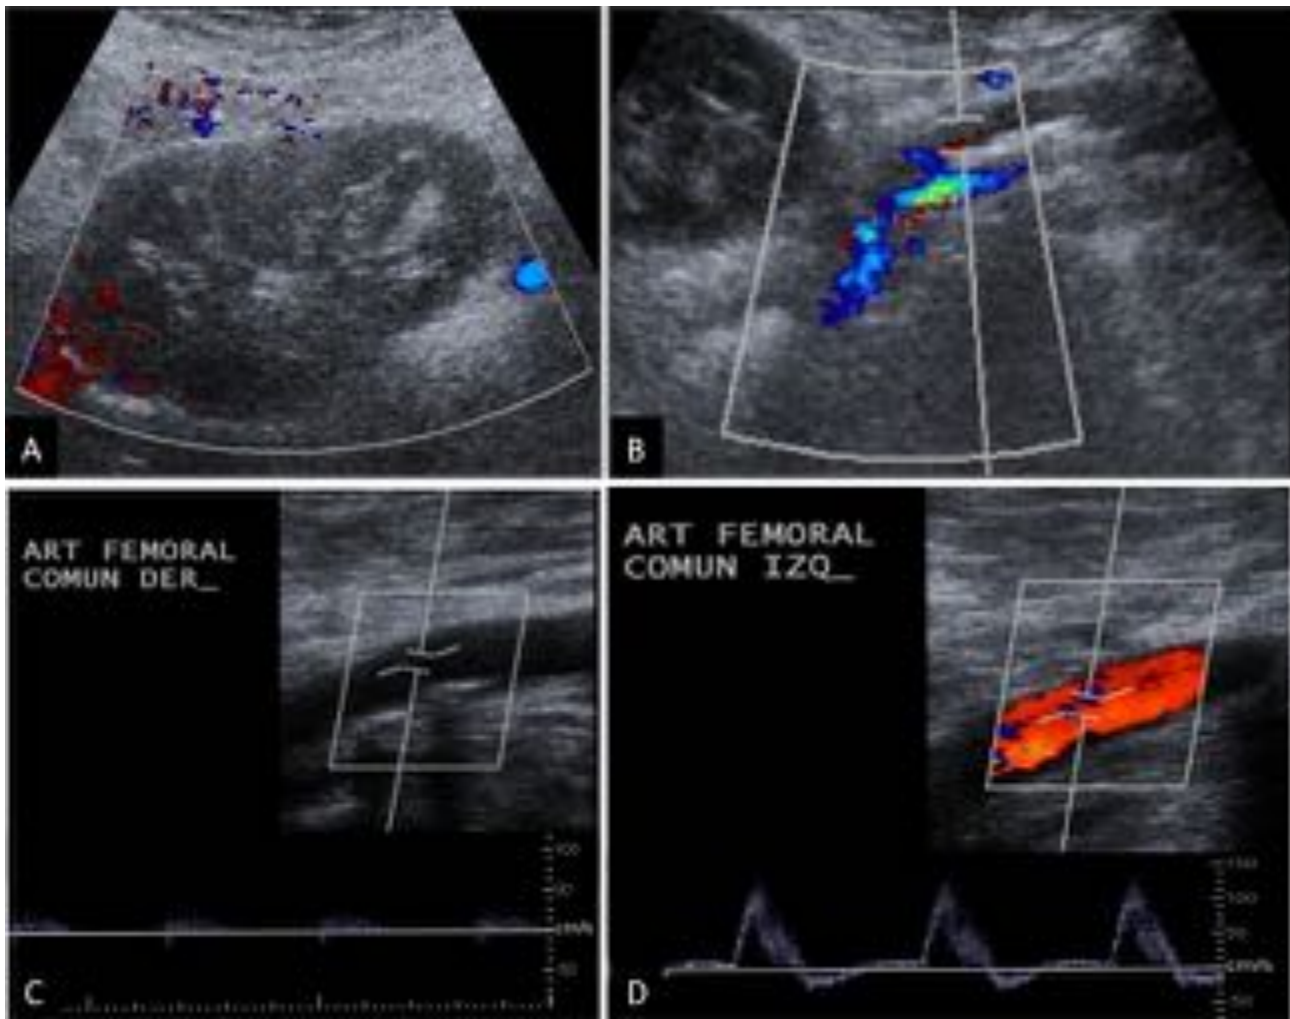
Infarto masivo de injerto renal secundario a trombosis de la arteria iliaca externa derecha. Estudio Doppler color del injerto renal (A) y espectral de la arteria iliaca externa derecha (B). Ausencia de flujo en la totalidad del injerto renal asi como en la arteria iliaca externa. Ante estos hallazgos se decidio completar estudio con TC.
